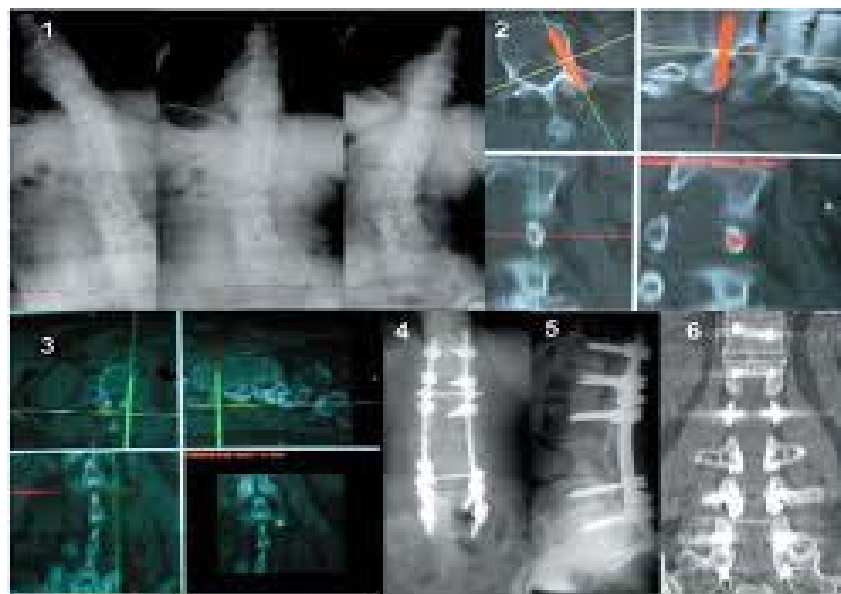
Radiografía de una fusión espinal
